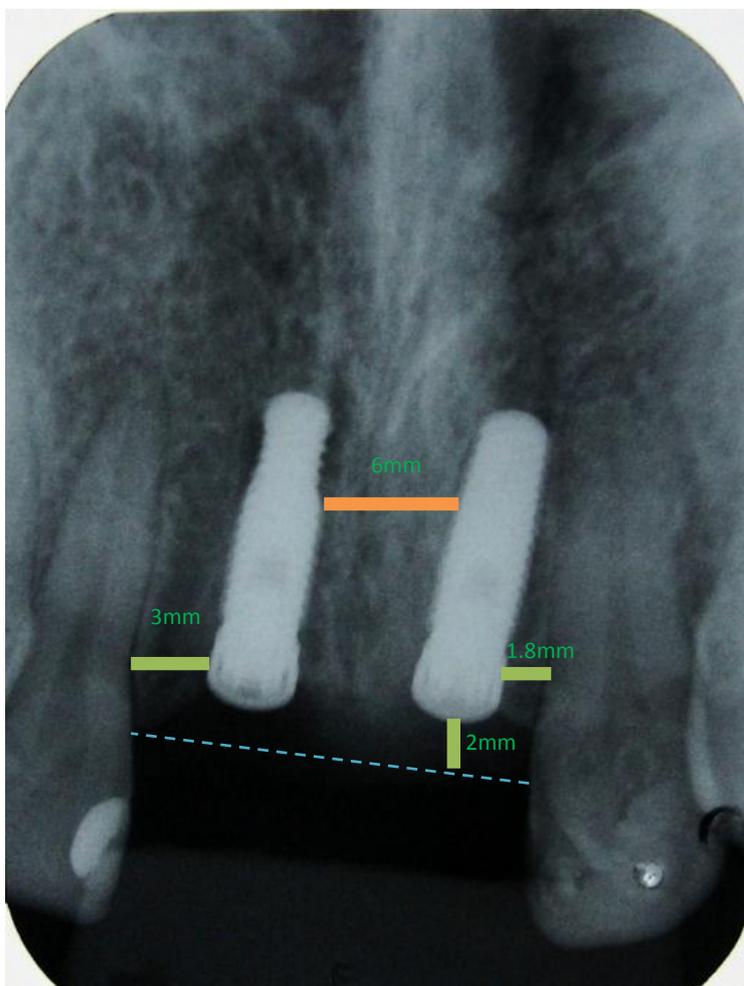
Radiografía periapical luego de la cirugía de implantes
